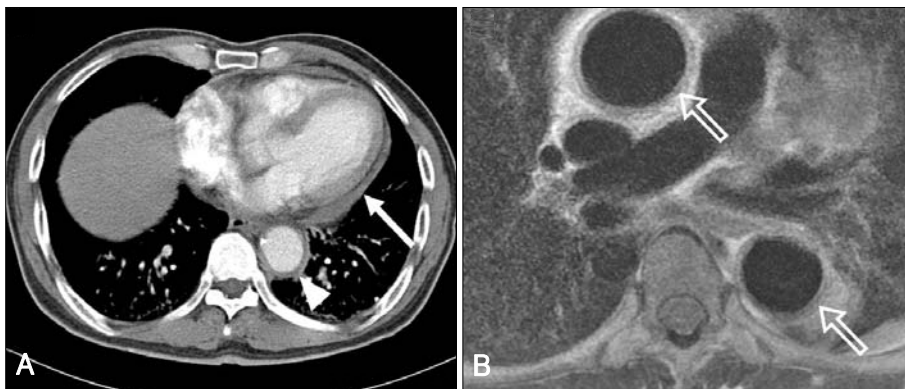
Thoracic CT and MRI demonstrate diffuse wall thickening of the aorta (arrow head), great vessel, pericardium (closed arrow) (A) with double-lumen appearance in both aorta and great vessel (open arrows), which is compatible with systemic arteritis such as Takayasu arteritis (B).
